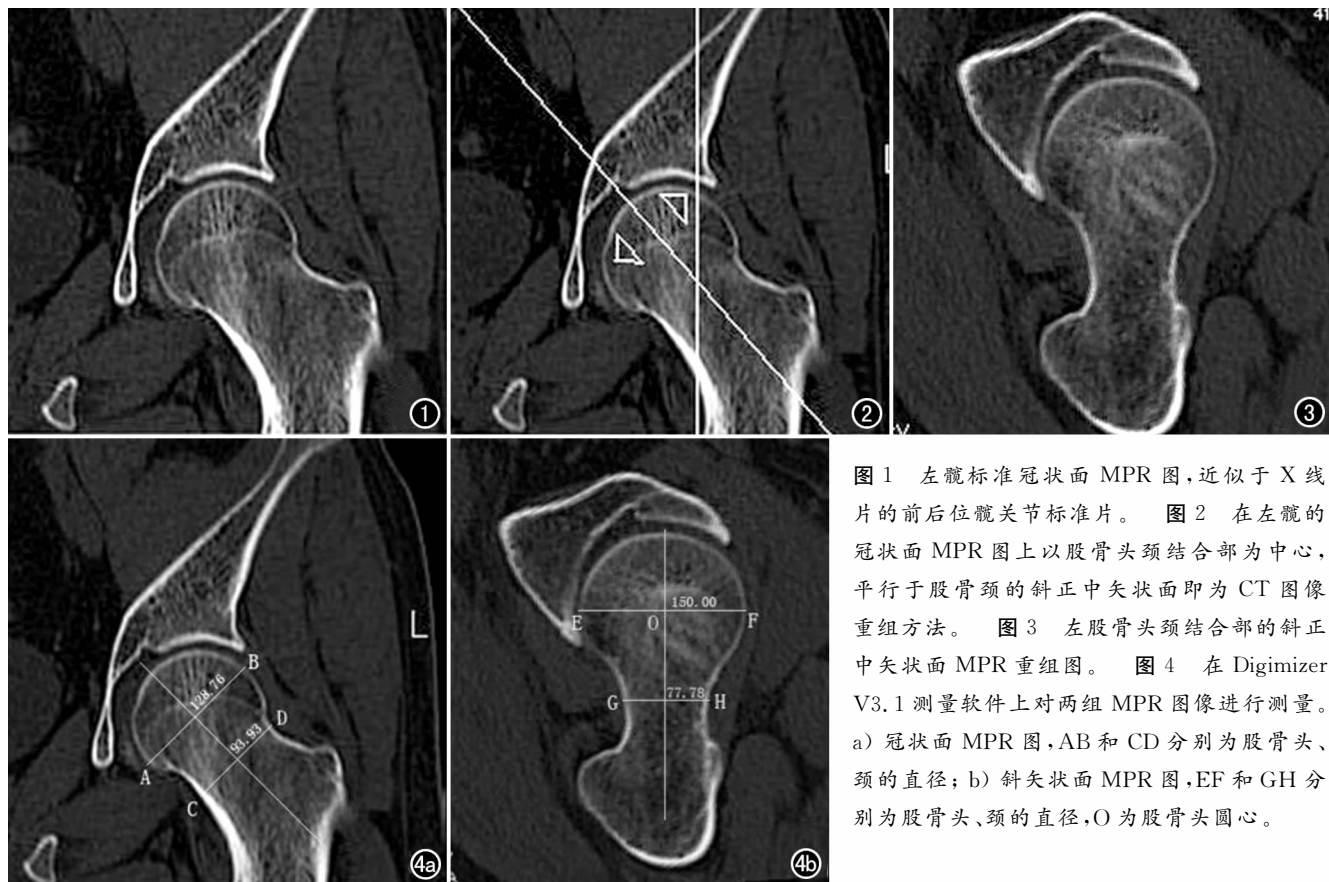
左髋标准冠状面 MPR 图,近似于 X 线片的前后位髋关节标准片。图 2 在左髋的冠状面 MPR 图上以股骨头颈结合部为中心,平行于股骨颈的斜正中矢状面即为 CT 图像重组方法。图 3 左股骨头颈结合部的斜正中矢状面 MPR 重组图。图 4 在 Digim�er V3.1 测量软件上对两组 MPR 图像进行测量。a) 冠状面 MPR 图,AB 和 CD 分别为股骨头、颈的直径;b) 斜矢状面 MPR 图,EF 和 GH 分别为股骨头、颈的直径,O 为股骨头圆心。
